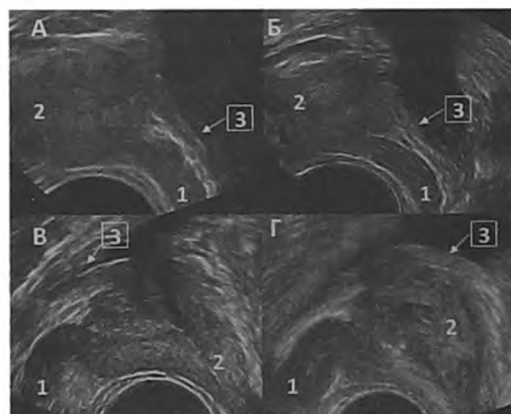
ТРУЗИ. Продольная проекция. Варианты эхогенности СП, простаты и стенки мочевого пузыря в норме у мужчин репродуктивного возраста (20 - 55 лет) (А - В) и пожилого возраста (Г). А. Низкая эхогенность СП, сопоставимая с эхогенностью простаты и стенки мочевого пузыря. Б. Эхогенность СП сопоставима с эхогенностью простаты и меньше эхогенности стенки мочевого пузыря. В. Эхогенность СП меньше эхогенности простаты и стенки мочевого пузыря. Г. Повышение эхогенности СП, простаты и стенки мочевого пузыря в пожилом возрасте. При этом эхогенность СП незначительно меньше эхогенности простаты и стенки мочевого пузыря. 1 - СП, 2 - простата, 3 - стенка мочевого пузыря
